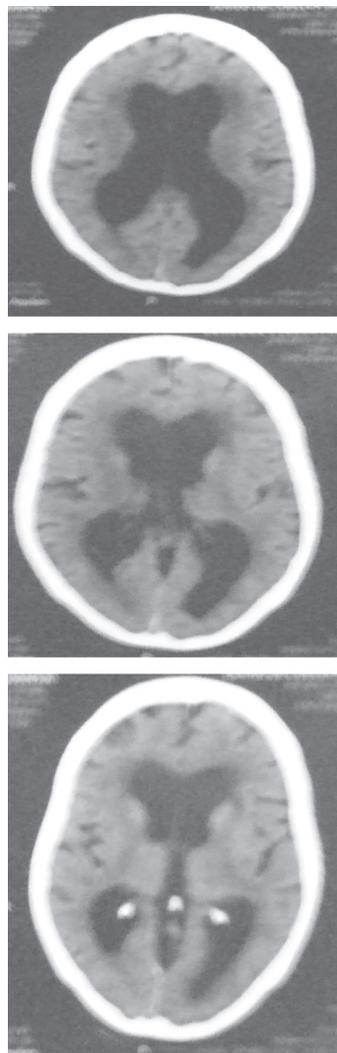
Corte axial de TAC simple. 05 junio de 2010. Paciente M.U.
